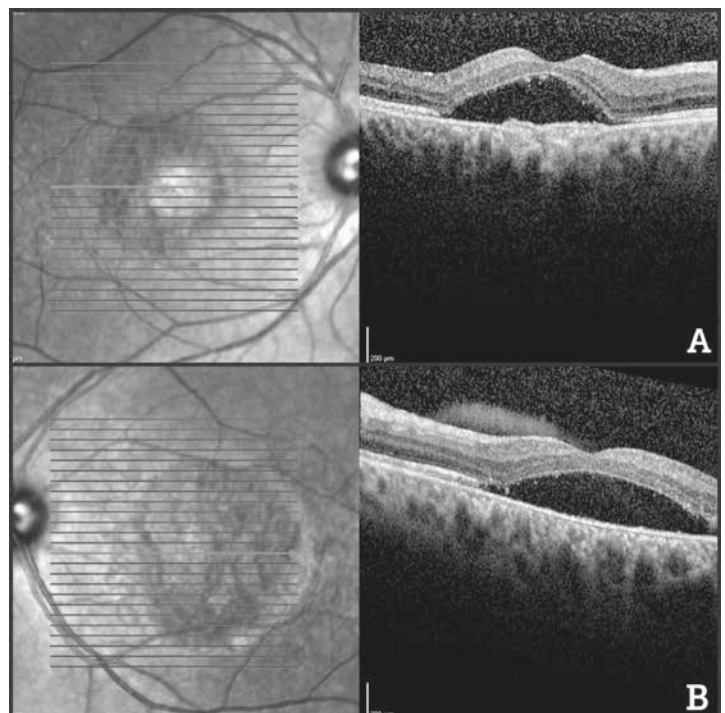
Tomografía de coherencia óptica caso 1. A. Ojo derecho con fibrosis a nivel del epitelio pigmentario, líquido subretiniano y elongación de segmentos externos de los fotorreceptores. B. Ojo izquierdo con líquido subretiniano, algunos acúmulos de material hiperreflectivo y gran afectación de capas externas.
